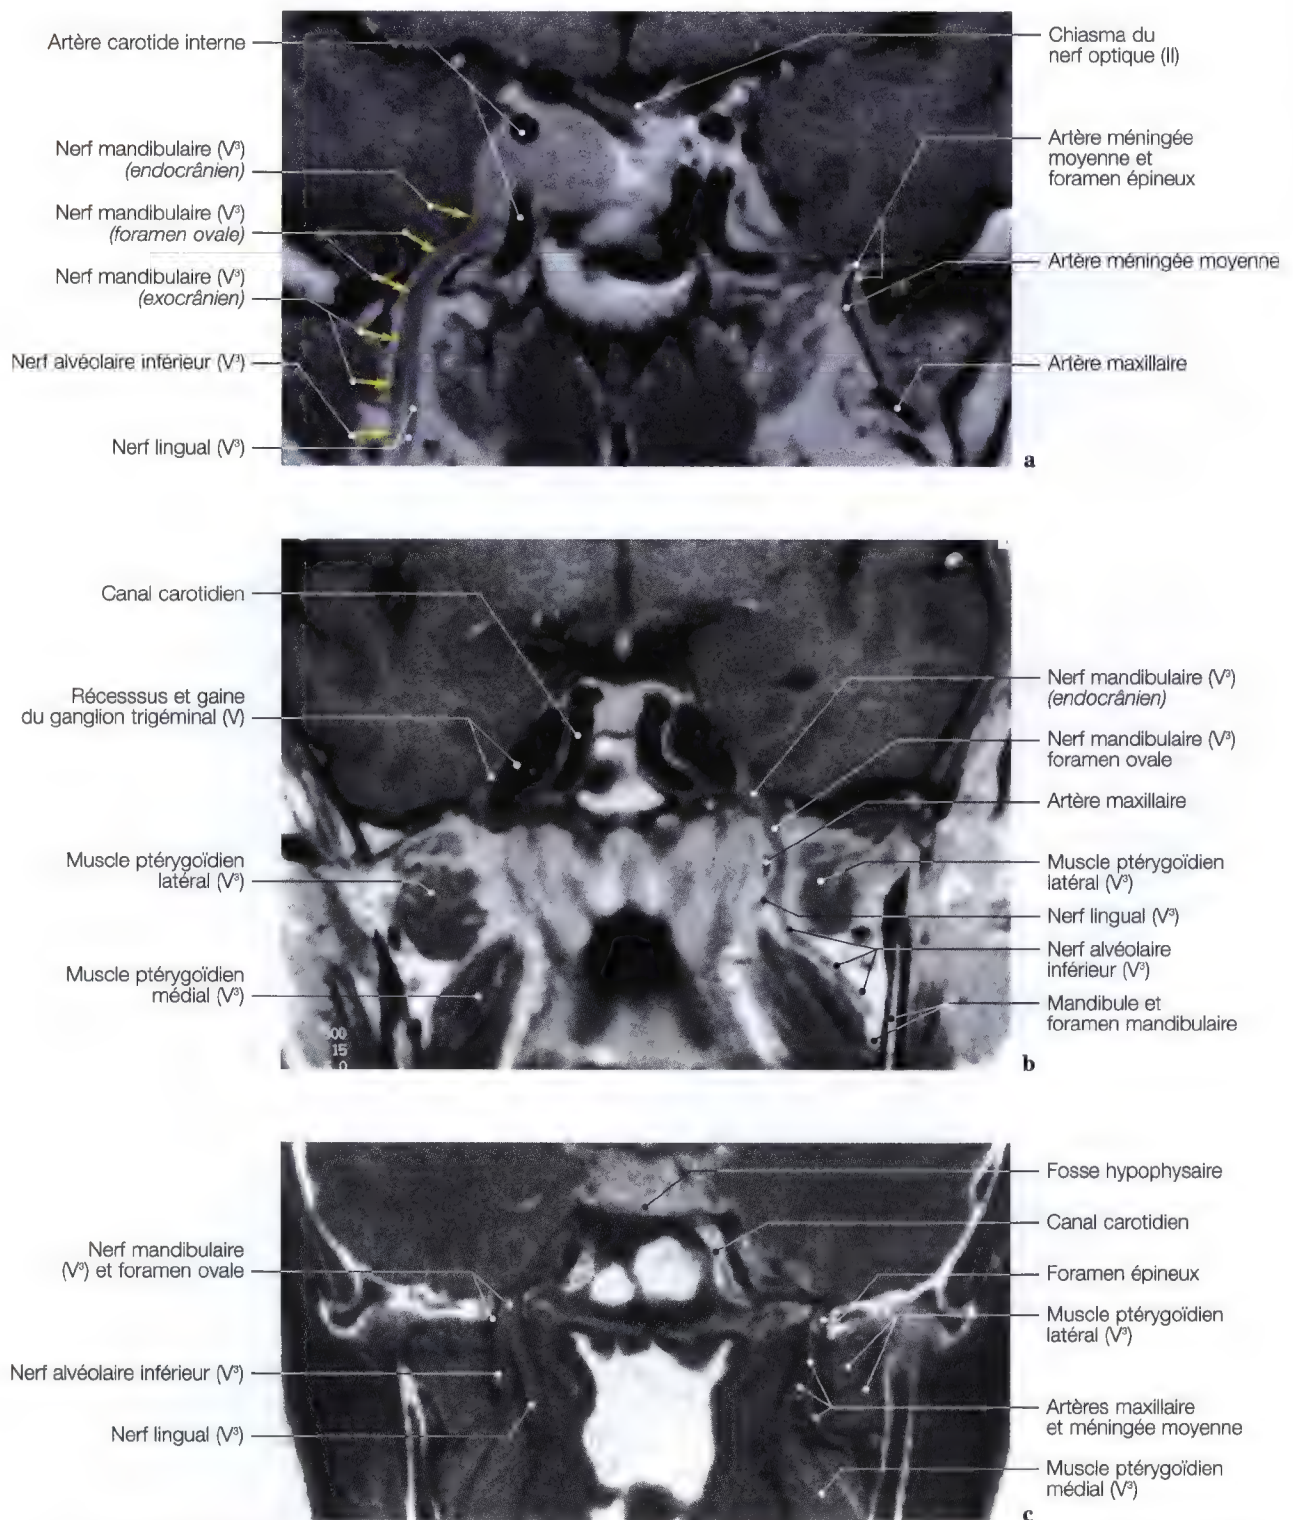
a – c. IRM frontales du nerf mandibulaire (V³) et du foramen ovale, avec la mise en évidence des artères maxillaire et méningée moyenne
